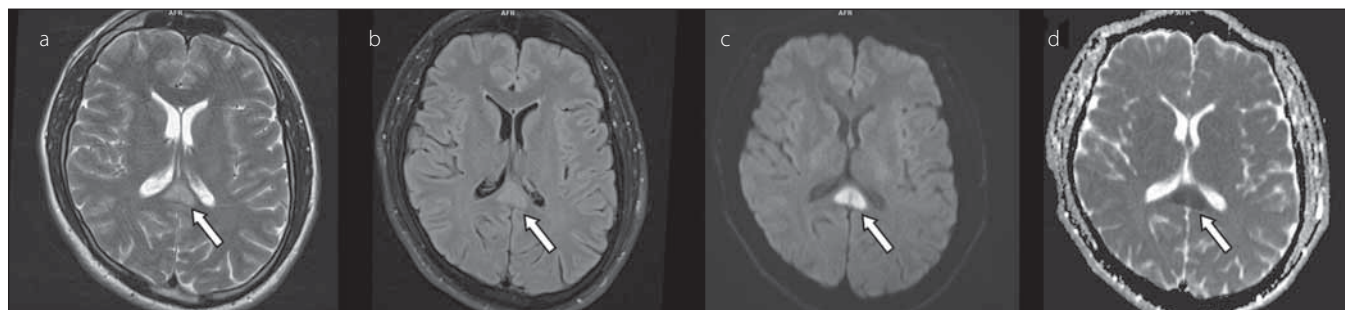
24letá žena s chřipkou A. Šipkou je označeno symetrické hyperintenzní ložisko ve splenium corporis callosi v T2-váženém zobrazení (a), FLAIR (b), difúzi vážených obrazech (d), hypointenzní v T1-váženém zobrazení (c) a na mapách ADC (e), hodnota ADC léze $0,295 \times 10^{-3} \text{ mm}^2/\text{s}$. Ve druhém řádku je kontrola po 2 měsících ve shodných zobrazeních (f–j), ložisko vymizelo.
